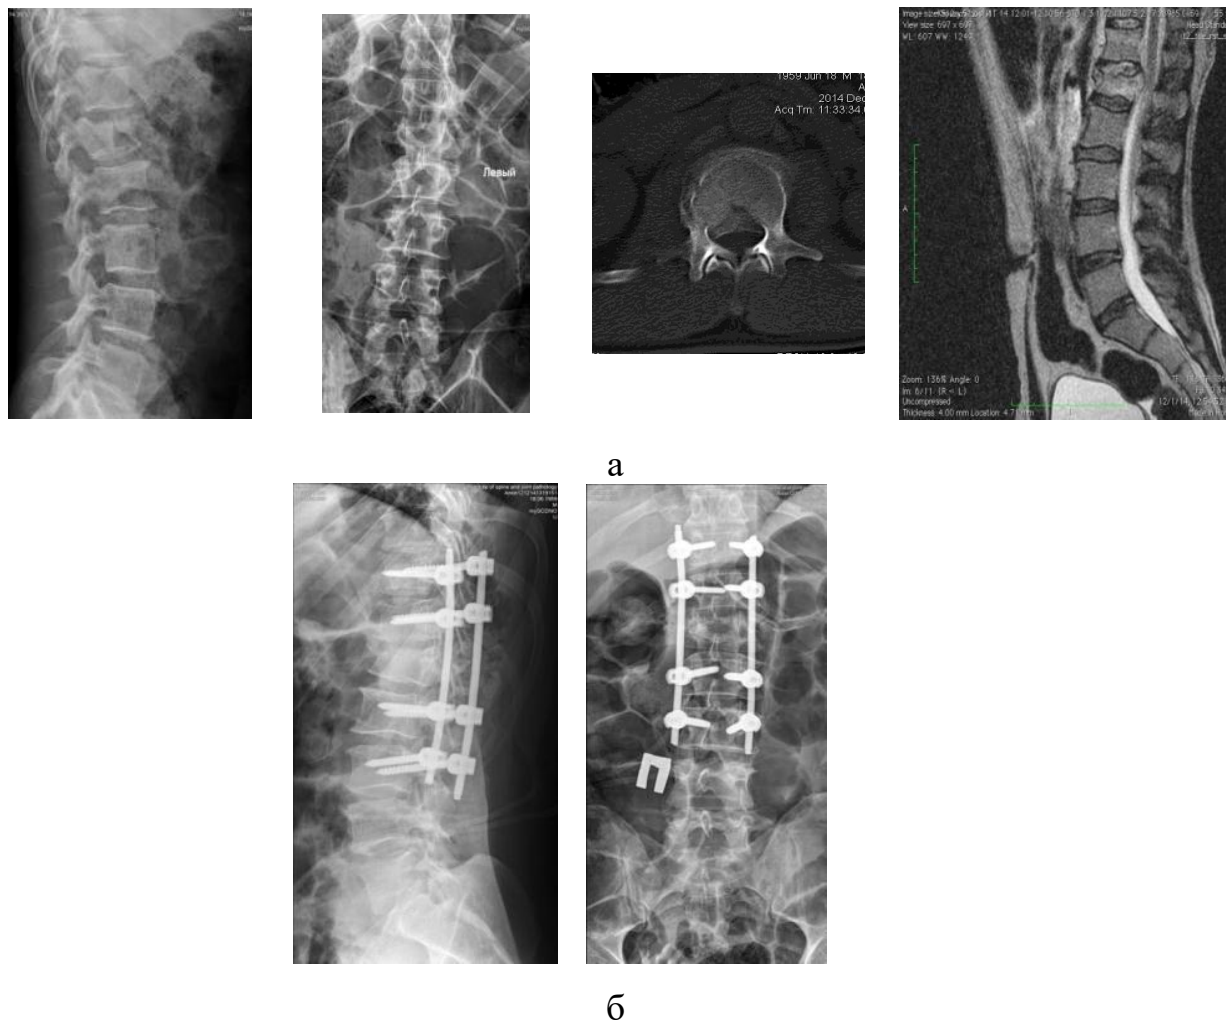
Рентгенограми та томограми хворого К., історія хвороби № 87018: до (а) та після (б) операції
